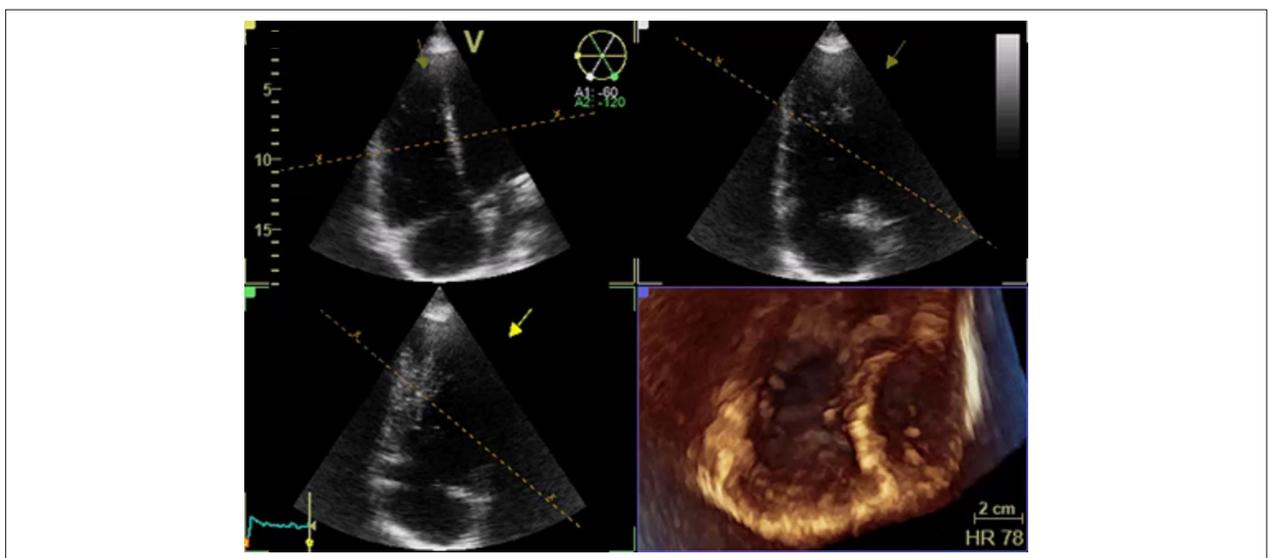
Ecocardiograma transtorácico bidimensional e tridimensional evidenciam ruptura da cúspide anterior da valva tricúspide.
